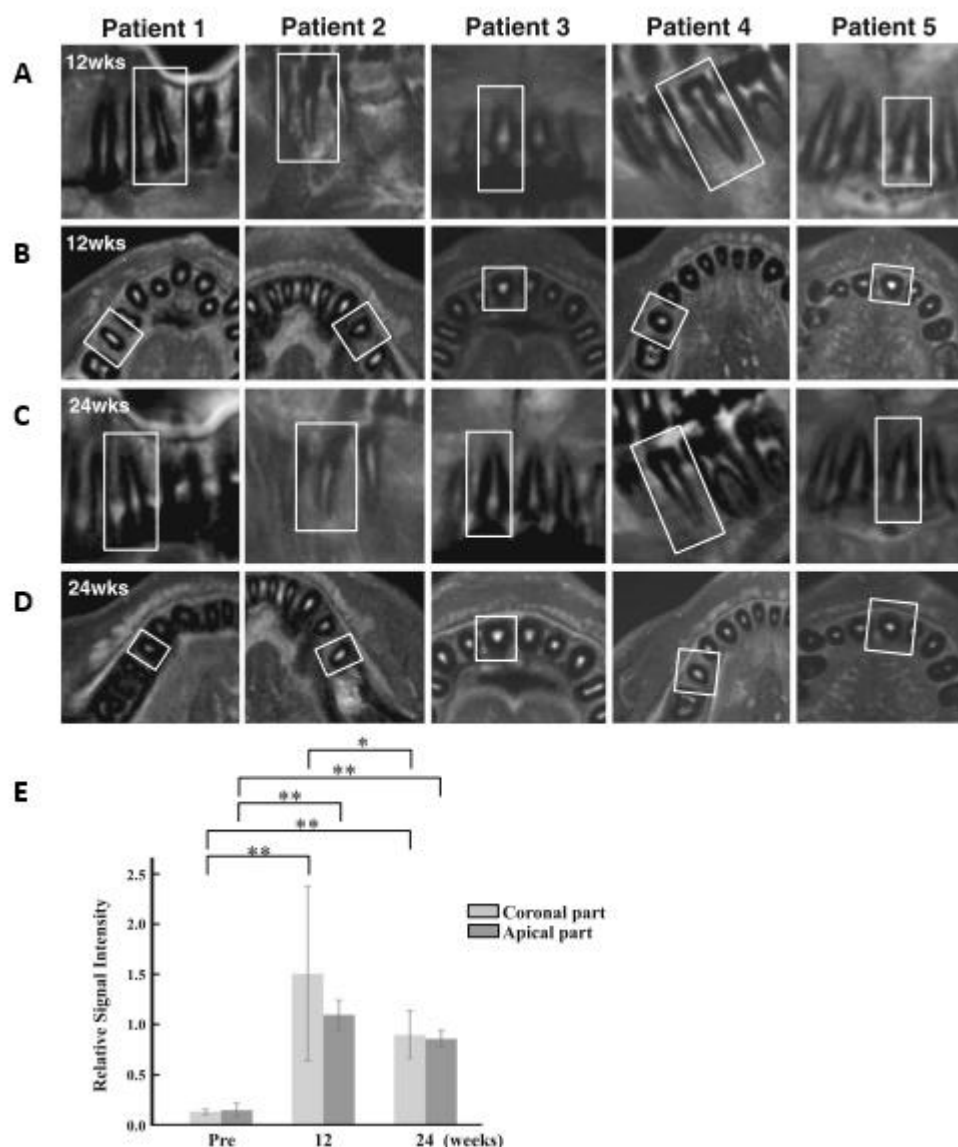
Analyse par IRM en « fat-suppressed T2-weighted » (FST2W), des canaux radiculaires transplantés avec des MDPSCs. (A-B) à 12 semaines, (C-D) à 24 semaines, (A-C) en coupe sagittale, (B-D) en coupe axial au niveau de la coronaire du canal. (E) SI relatif de l'IRM. (9)
